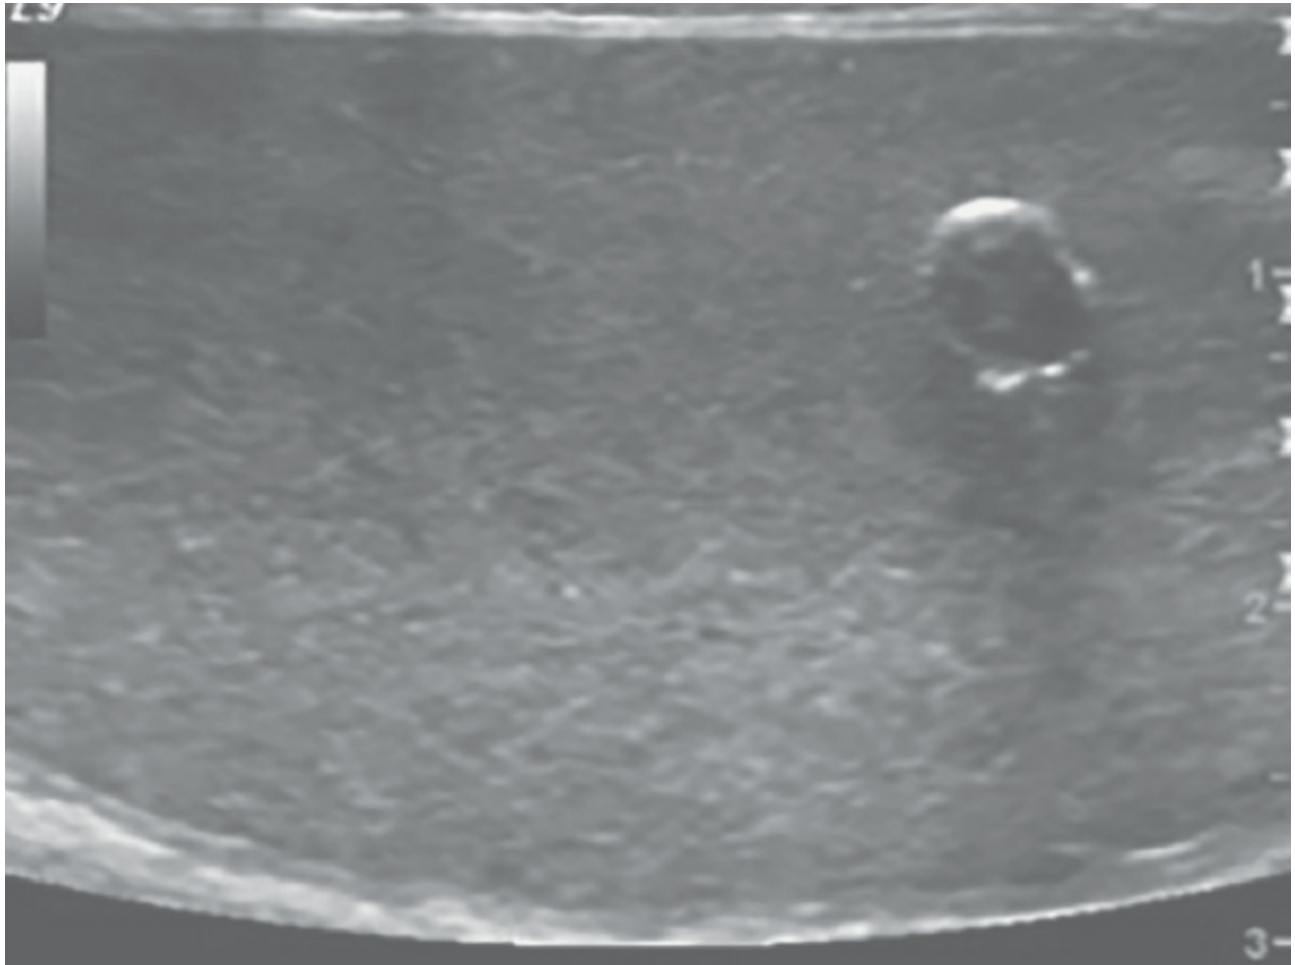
Ultrasonido del testículo izquierdo.
